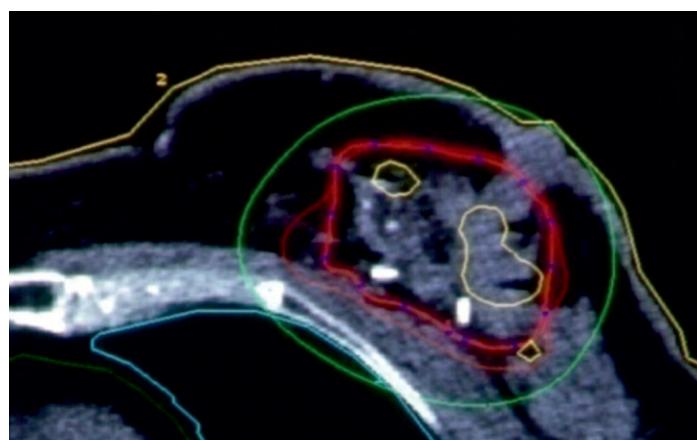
Рентгеноконтрастные клипсы в ложе удаленной опухоли.
